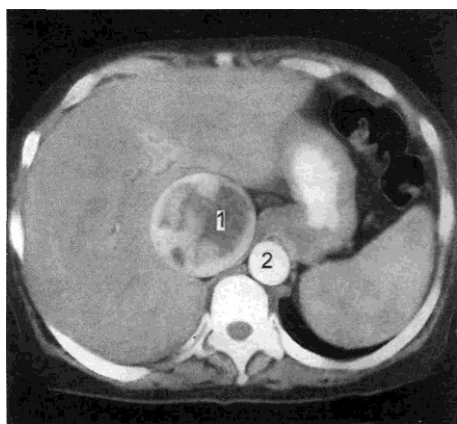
Томограмма после внутривенного контрастирования.
